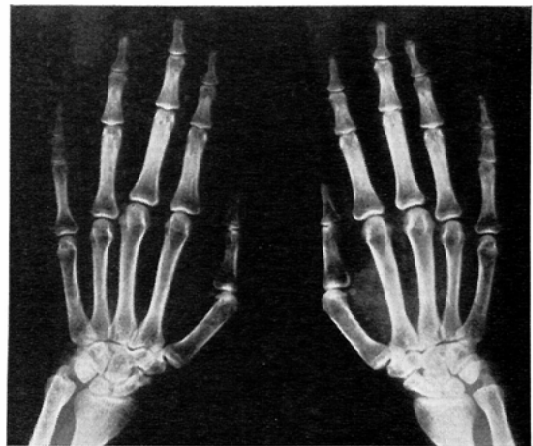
Case 2. Roentgenogram of the hands and wrists, showing borderline metacarpal sign (left) and phalangeal preponderance. Carpal sign is negative. Note fusion of the carpal bones and shortening of the middle phalanges of the fifth finger of the left hand.
